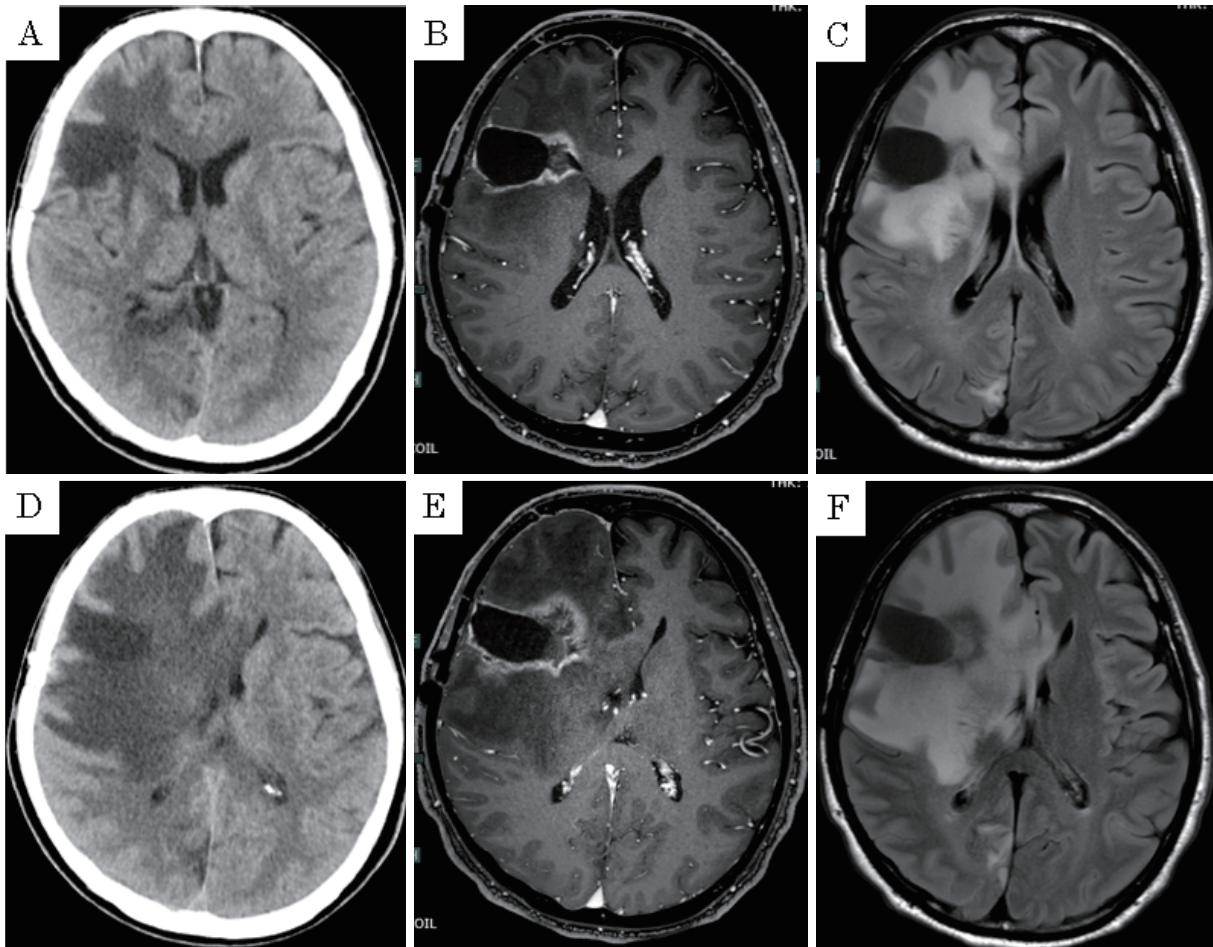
Radiological findings. (A, B, C) In the middle of December 2021. (D, E, F) In early January 2022. (A) Brain CT image shows the cerebral edema. (B) Contrast-enhanced brain MRI image shows the mass beside the resection area. (C) Brain MRI FLAIR image. (D) Brain CT image shows the cerebral edema worsen and midline shift. (E) Contrast-enhanced brain MRI image shows the larger mass beside the resection area. (F) Brain MRI FLAIR image.
